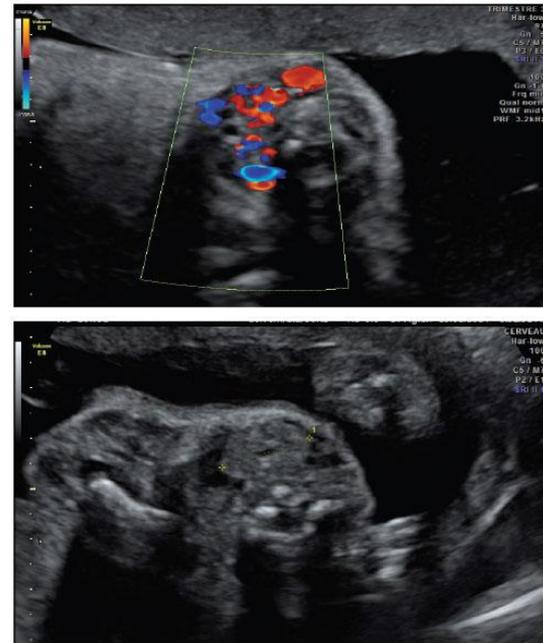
Goitre foetal à l'échographie de 22SA évalué au 95<sup>me</sup> percentile selon Ranzini. Hypervascularisation diffuse au doppler couleur.
